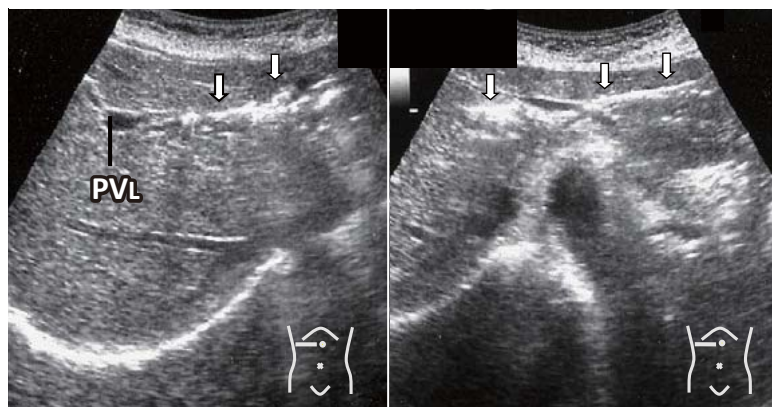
胆道気腫(ニューモビリア)。左葉外側下枝内に音響陰影を有する高輝度エコーが索状に認められる(矢印)。
